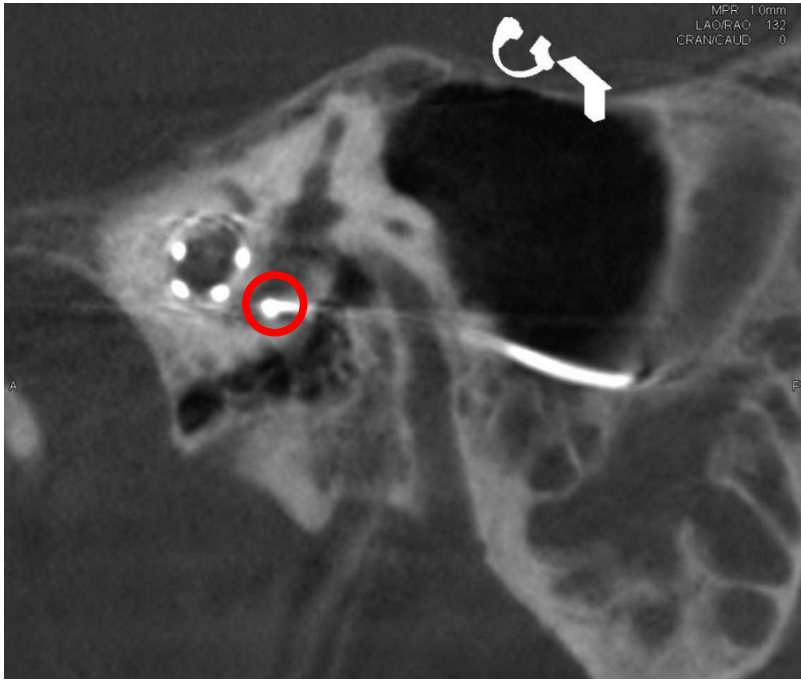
Dyna-CT mit CI-Elektrodenlage nach Insertion über das runde Fenster (MedEl Sonata 100). Elektrodenkontakt nahe der Maculaorgane:
